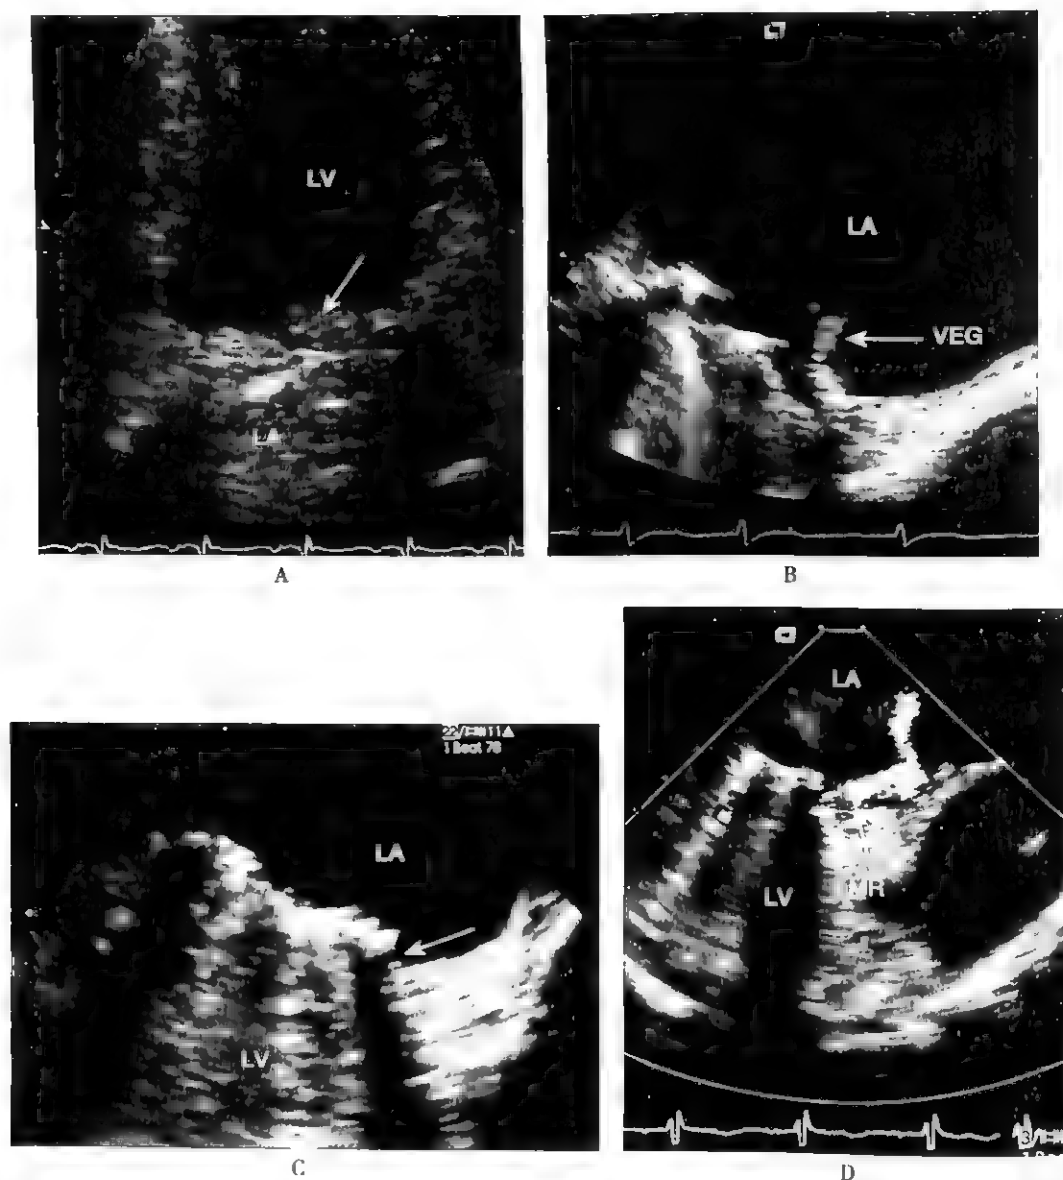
人工瓣常见并发症的超声心动图表现
